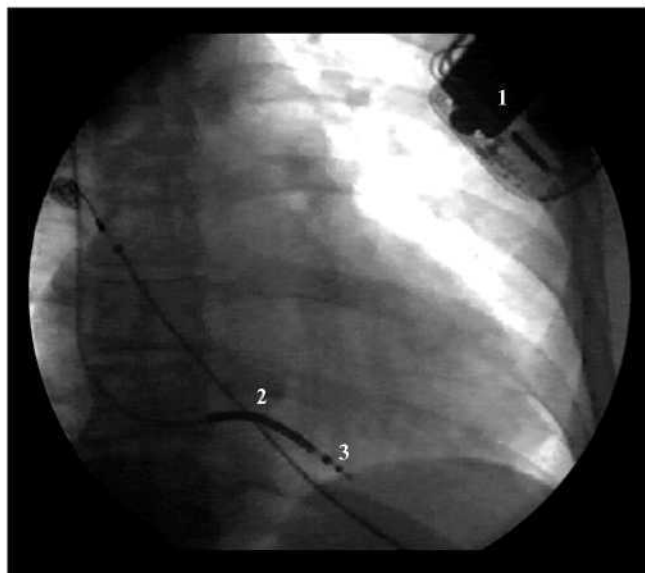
Система ИКД-электрод на рентгенограмме грудной клетки в прямой проекции.
